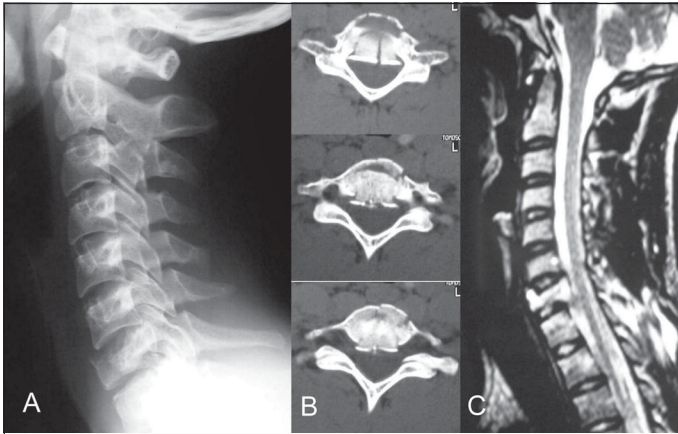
Caso 9: Imágenes ingreso A. Radiografía lateral ingreso B. Cortes axiales TAC C7 C. RMI sagital T2.
